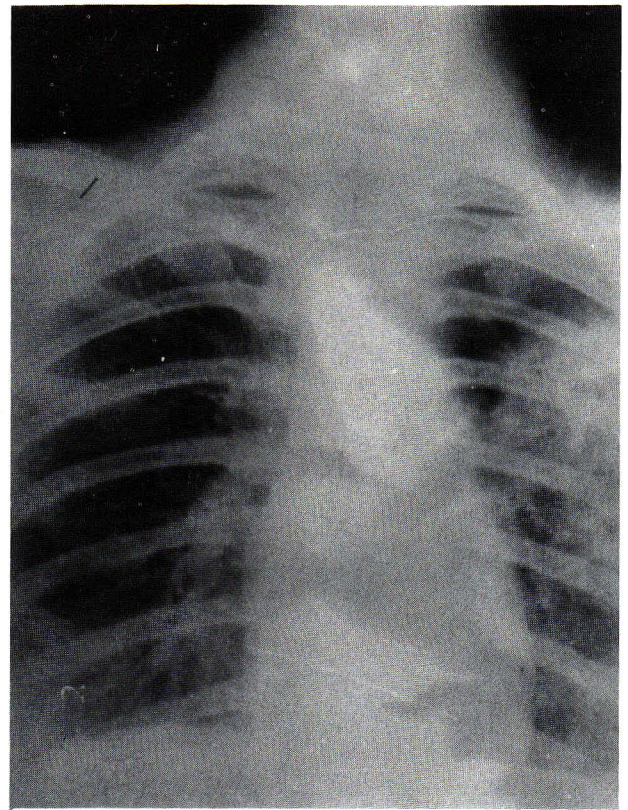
Chest roentgenogram shows multiple cavities and infiltrates in left upper lobe.
